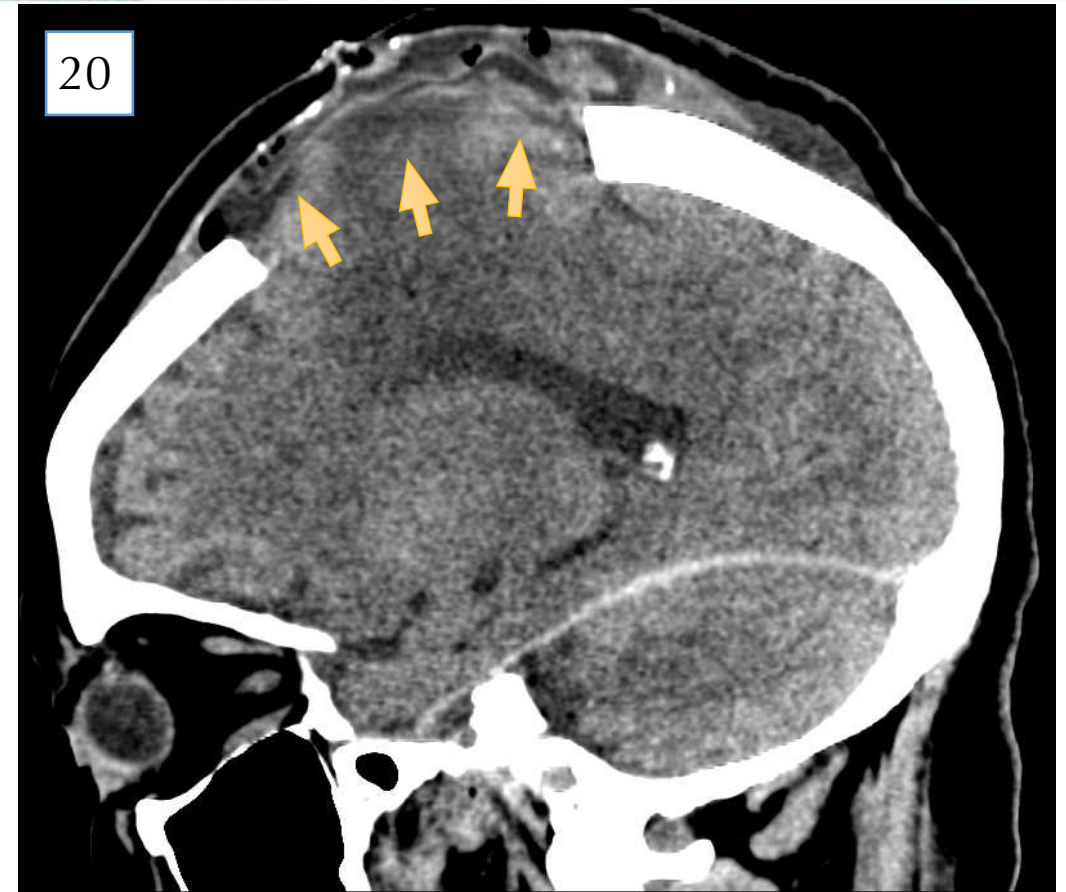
TC helicoidal con reconstrucción en plano sagital. Herniación externa parcial del lóbulo frontal izquierdo a través de craniectomía (flechas amarillas)
